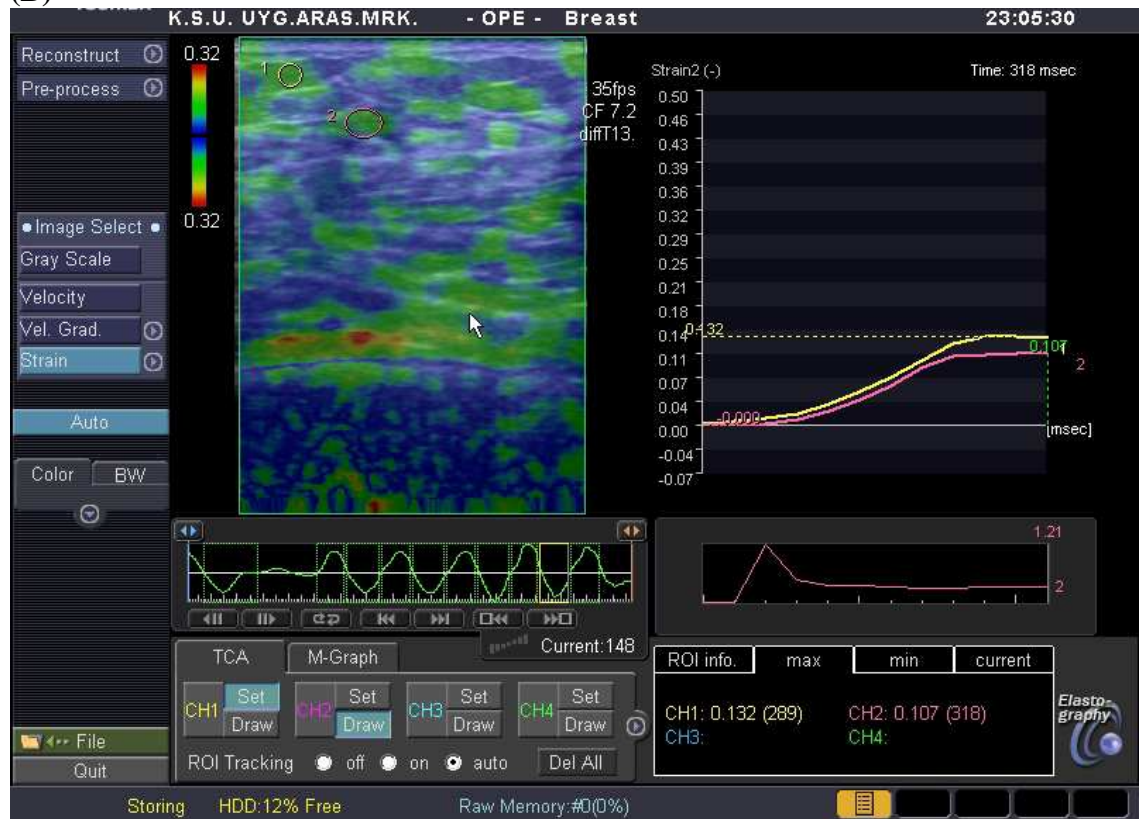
59 yaşında bir hastada invaziv duktal karsinom tanımlı bir lezyonun B-mod sonogram (A) ve sonoelastogram (B,C,D,E) görüntüleri. Cilt altı yağlı doku/lezyon ortalaması gerinim oranı: 6,85 (B), lezyon düzeyi yağlı doku/lezyon ortalaması gerinim oranı: 6,29 (C), cilt altı yağlı doku/lezyonun en sert yeri gerinim oranı: 7,45 (D), lezyon düzeyi yağlı doku/ lezyonun en sert yeri gerinim oranı: 6,59 (E).
